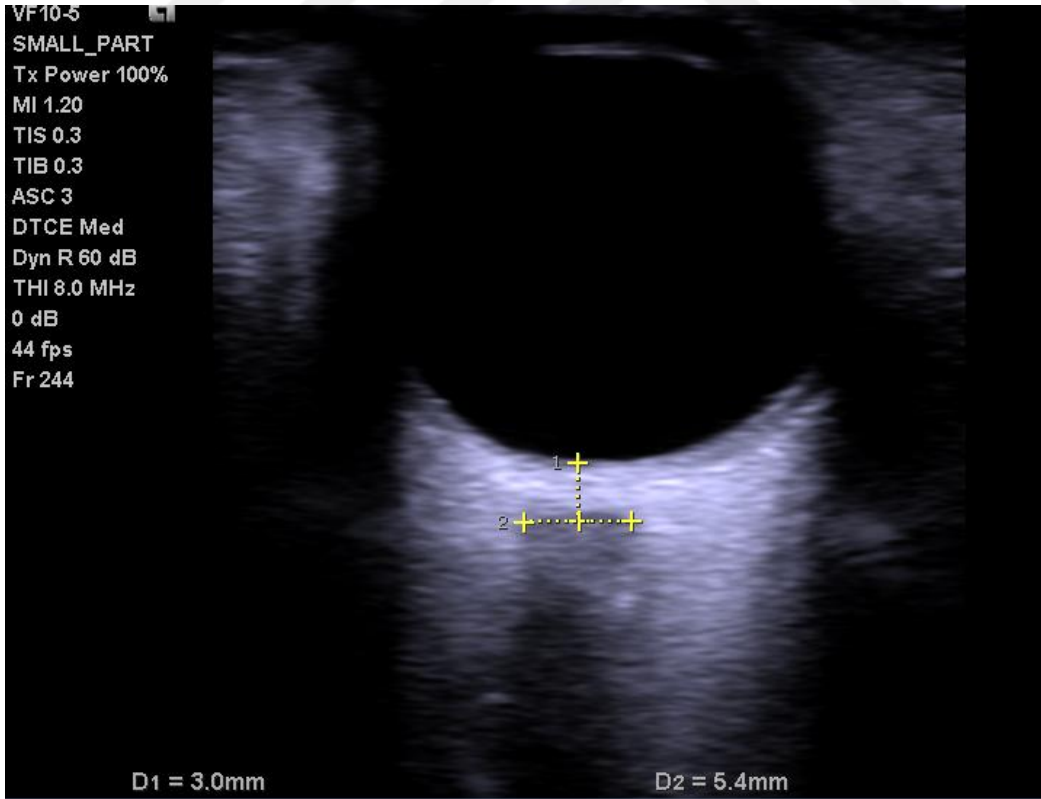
Optik ultrasonografi ile Optik Sinir Kılıf Çapı Ölçümü
